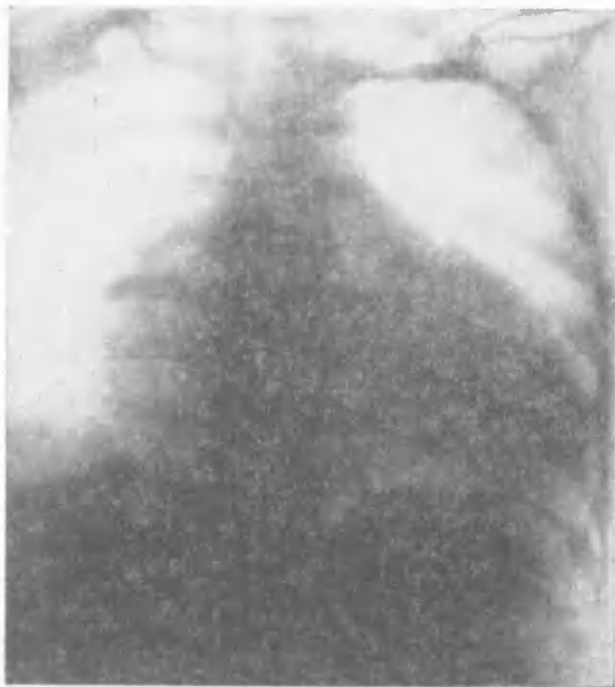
Рентгенограмма сердца в переднезадней проекции. Диагноз: болезнь Эбштейна. Увеличение границ сердца, увеличение правого предсердия, сглаженность дуг по левому контуру сердца, узкий сосудистый пучок.
